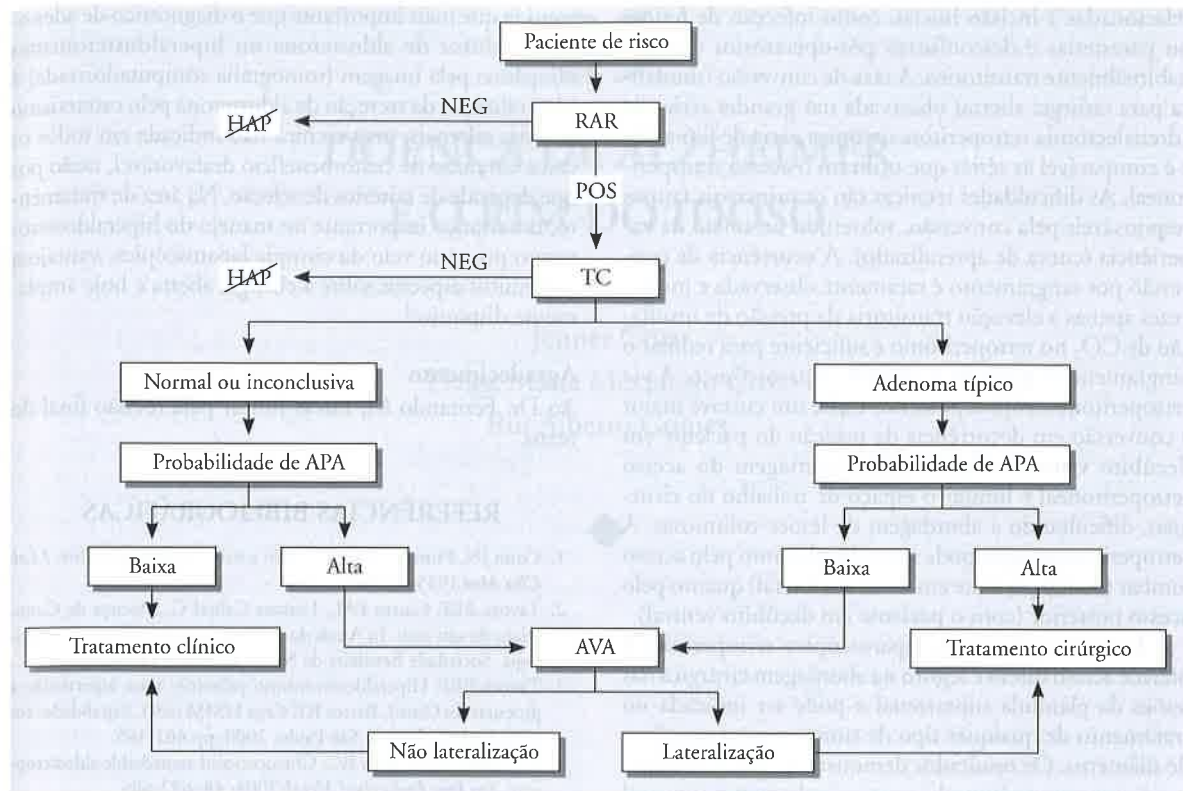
Conduta no hiperaldosteronismo primário. HAP = hiperaldosteronismo primário; RAR = razão aldosterona/renina; TC = tomografia computadorizada; APA = adenoma produtor de aldosterona; AVA = aldosteronismo em veias adrenais.
